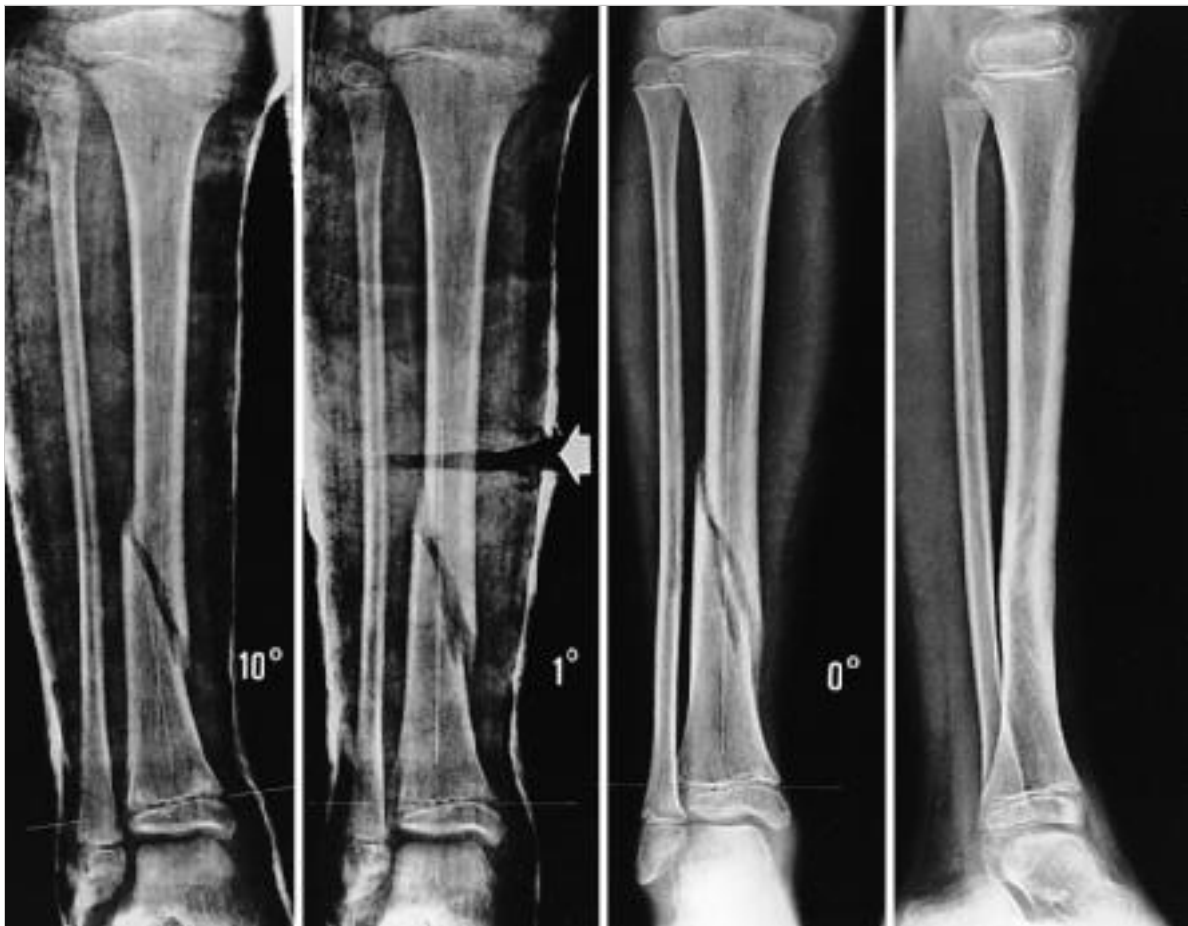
Therapie „stabiler“ Frakturen im Unterschenkelschaftbereich – isolierte Tibiaschaftfrakturen. 9-jähriger Knabe mit isolierter Tibiafraktur im primären Varus. Die frische Fraktur wurde außerhalb im Oberschenkelgips ruhig gestellt und nach Anlegen des Gipses geröntgt. Der primäre Varus von 10° wird belassen und am 8. Tag ohne vorherige Röntgenkontrolle durch eine Gipskeilung beseitigt. Das Keilungsergebnis wird radiologisch dokumentiert. Die Fraktur ist nach 4 Wochen klinisch und radiologisch in achsensgerechter Stellung bewegungsstabil verheilt.
